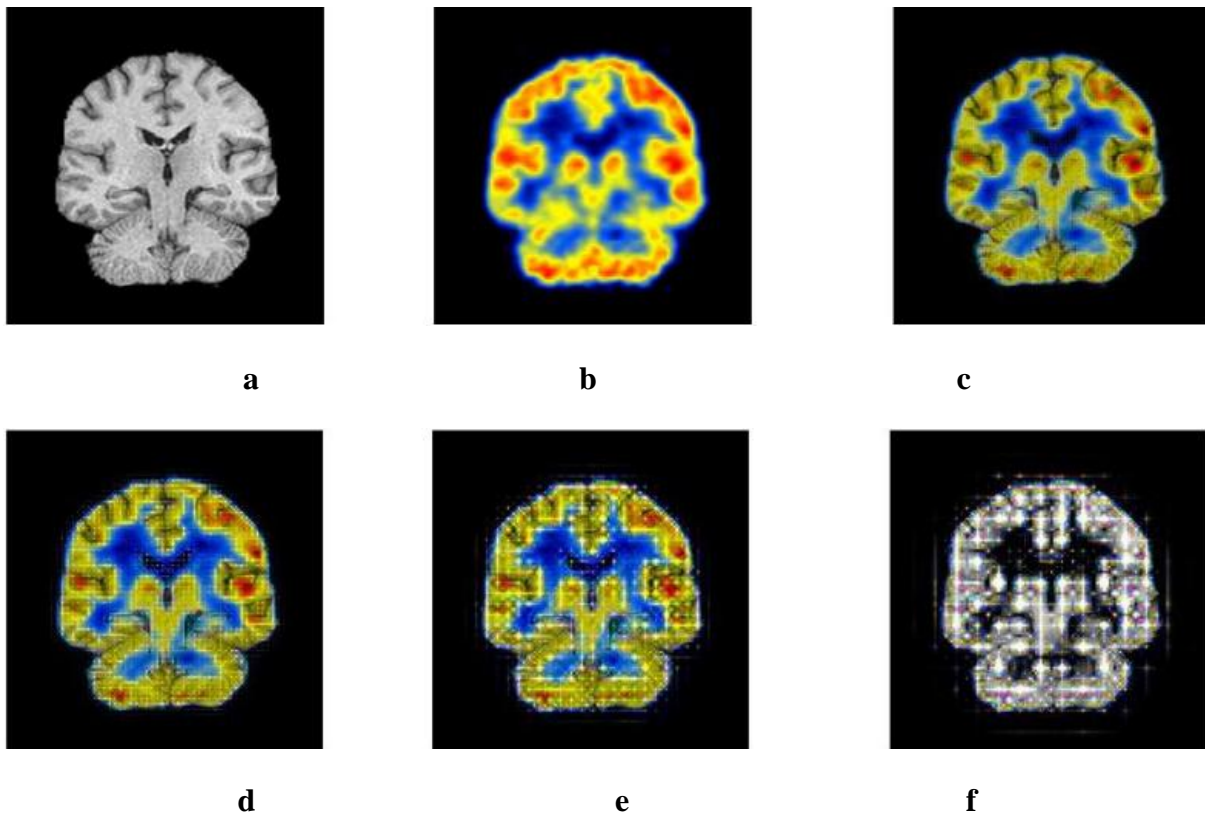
fusion avec différent niveaux de décomposition, (a) image source IRM, (b) image source PET, (c) image fusionnée au niveau 1, (d) image fusionnée au niveau 2, (e) image fusionnée au niveau 3, (f) image fusionnée au niveau 4
